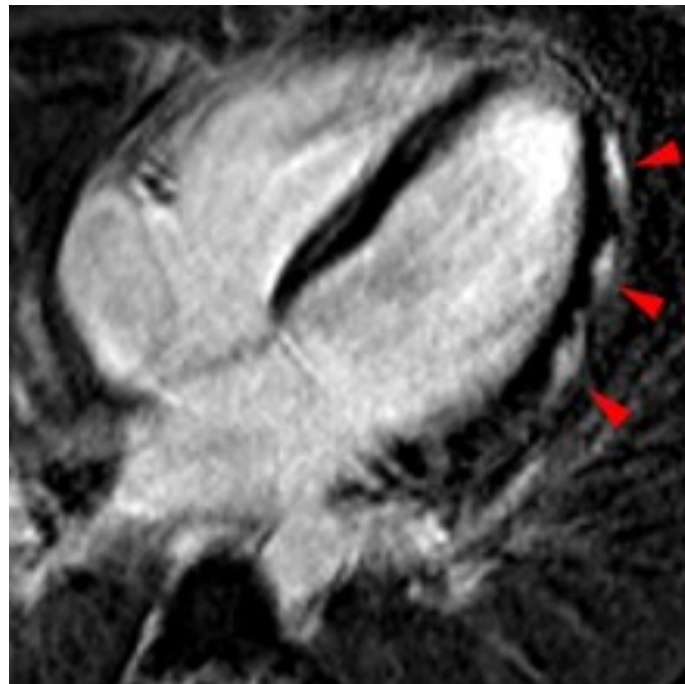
Myocardite virale à l'IRM
